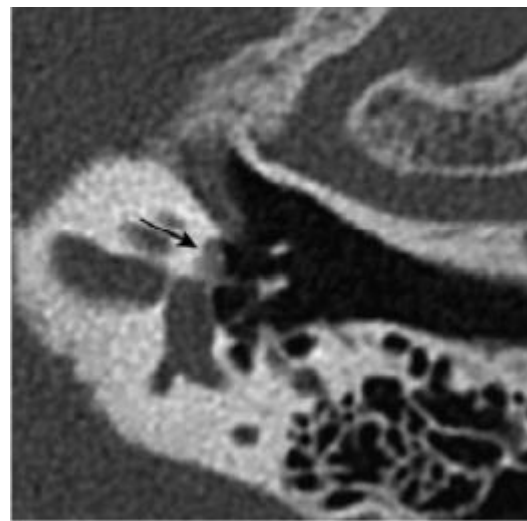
Otospongiose type 2. Coupe TDM double oblique (plan axial stapes) (flèche) [29]
